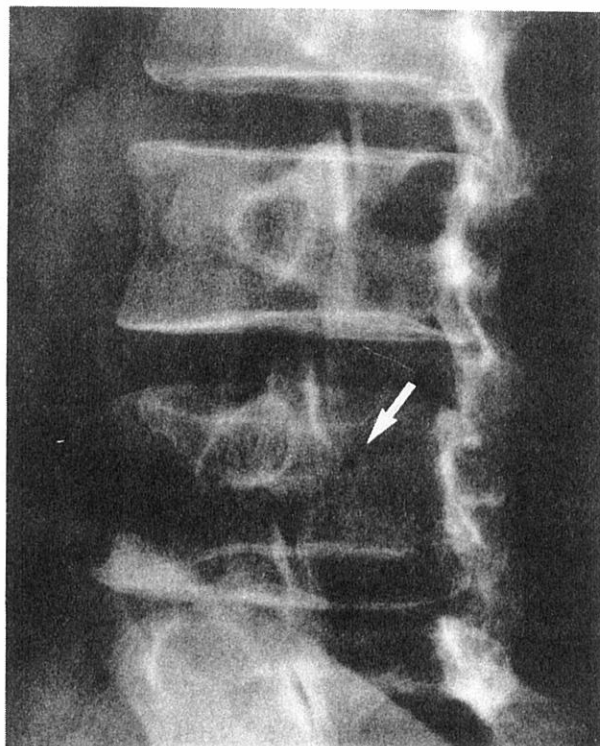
Case 2: Right posterior oblique lumbar spine radiograph of 14 March 1968 shows right-side minimal indentations (arrows) on the superior and inferior aspects of the pars interarticularis defect of L4
